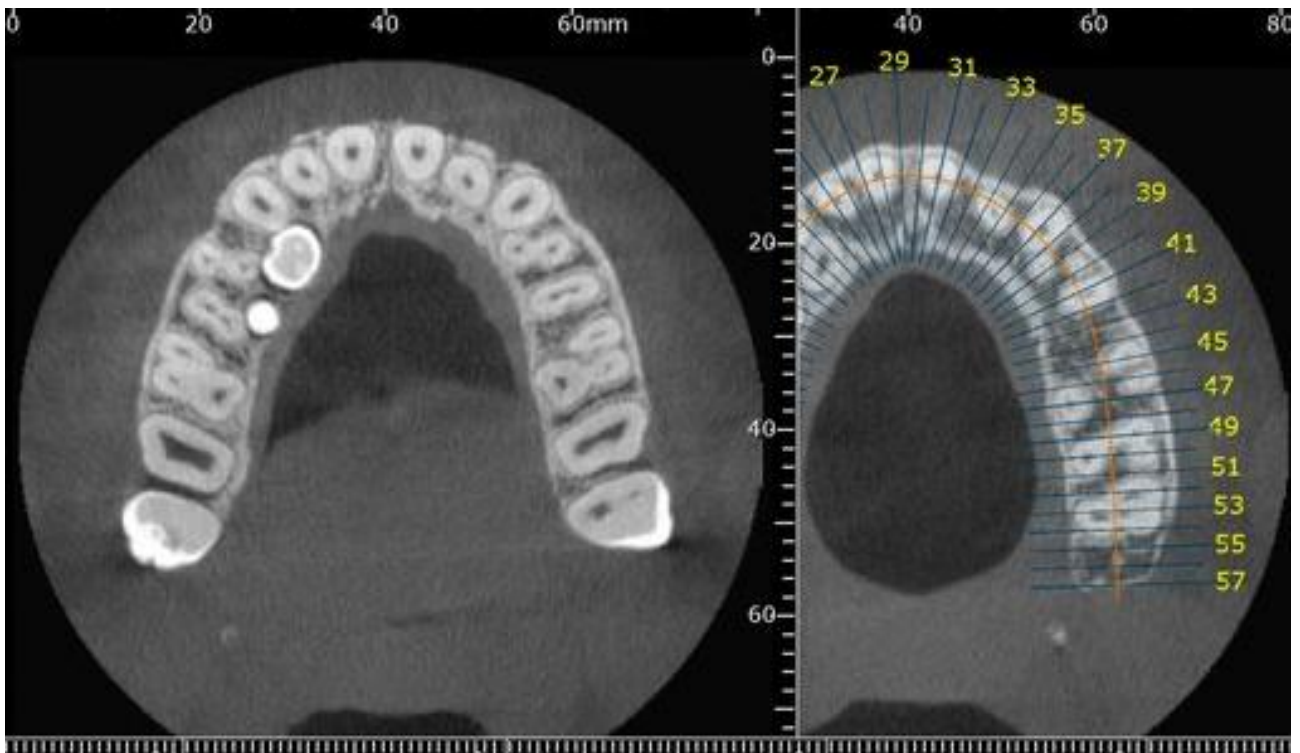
Investigația CBCT a evidențiat prezența unor dinți supranumerari(secțiune axială).
